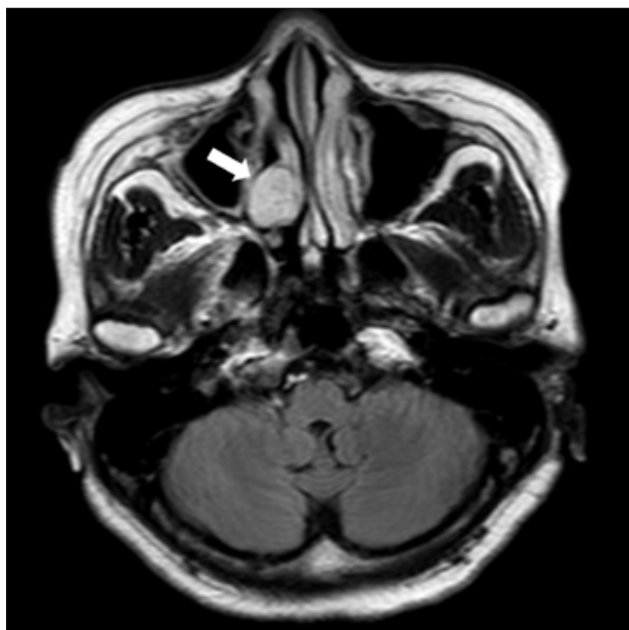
Preoperative magnetic resonance imaging (MRI) finding. Axial fluid attenuated inversion recovery image shows 2.0×1.5 cm sized well defined ovoid mass with high signal intensities at posterior portion of right middle turbinate (arrow).
